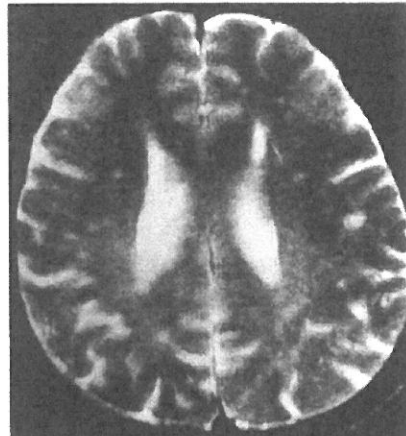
A T₂ weighted MRI of the brain of a young adult DRPLA patient showing multiple lacune like lesions scattered at the cerebral white matter bilaterally.
